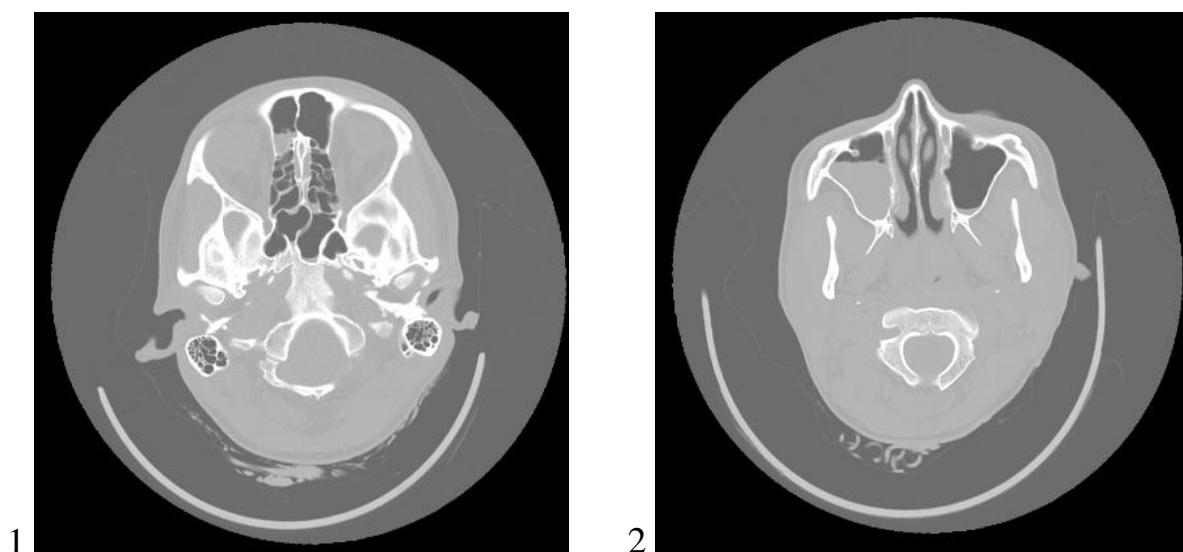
Рисунок А 1, 2 – Жидкость в околоносовых пазухах. Посмертное КТ-исследование
